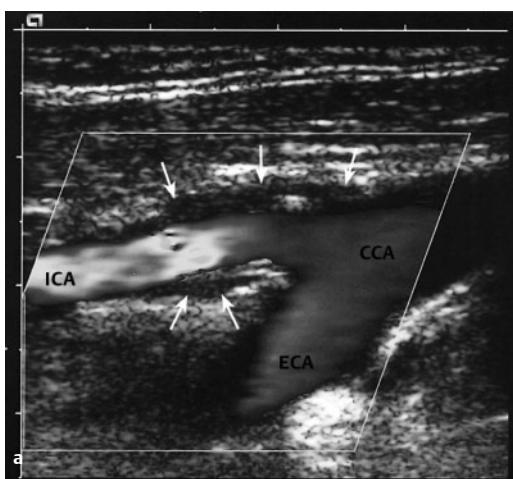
Doppler-Untersuchung einer normalen Karotisbifurkation.
